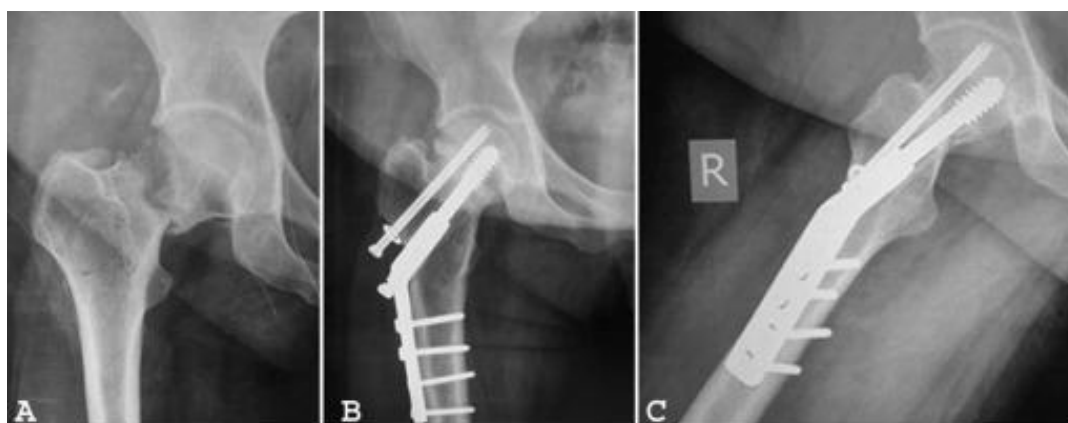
2.1.2: RAFI con TDC. (A): Paciente con fractura transcervical del cuello; (B): Radiografía posteroanterior después de la fijación con TDC; (C): Radiografía lateral después de la fijación con TDC.
